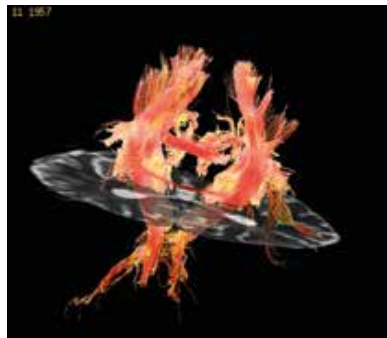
Магнитно-резонансная томография головного мозга с трактографией. Визуализируется перерыв волокон зрительного тракта
